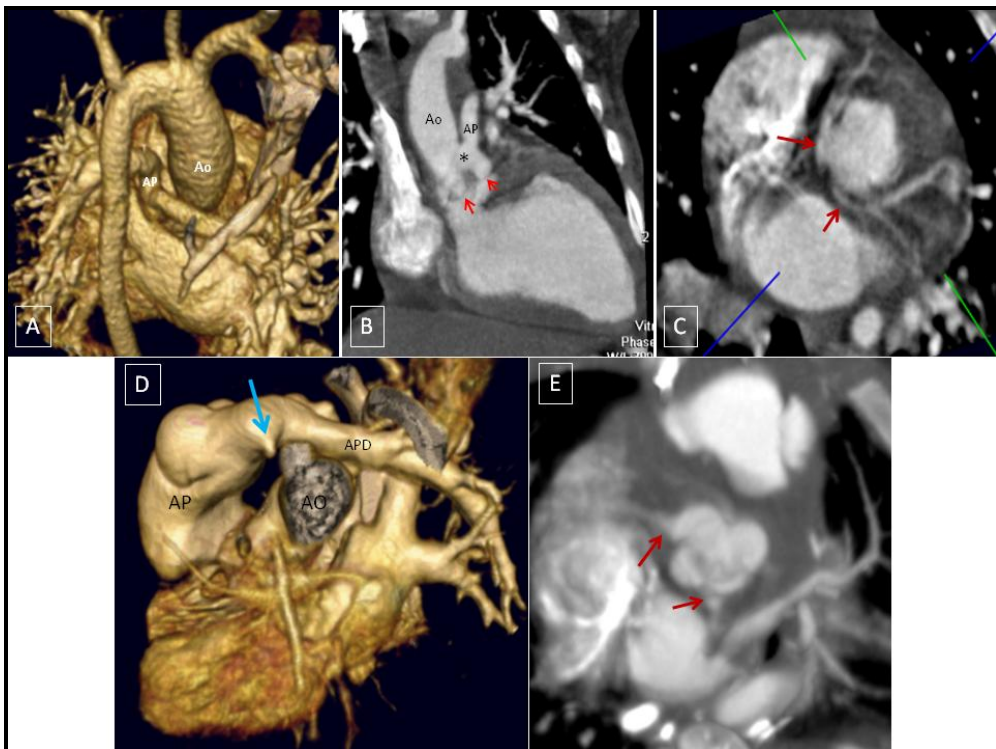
Truncus arterioso. A-C: Paciente de 3 meses con diagnóstico de truncus arterioso tipo I (*). A. Reconstrucción VR-3D de Angio-TC sin sincronismo cardiaco para evaluar la relación de los grandes vasos, visión posterior derecha. AP en situación posterior izquierda respecto a la Ao ascendente. B. MIP sagital oblicuo en donde se observa la salida VA con una única válvula sigmoidea (flechas rojas pequeñas) y tronco común en la porción supravalvular (*). C. MIP axial oblicuo en donde se puede observar el origen de ambas coronarias, del seno coronario posterior (flechas). D y E: Paciente con truncus corregido con interposición de tubo valvulado VD-AP. D. Desconexión de arteria pulmonar izquierda (flecha azul). F. MIP de plano valvular en donde se distinguen 4 valvas aórticas, con origen de vasos coronarios del seno anterior derecho y posterior izquierdo respectivamente (flechas).
